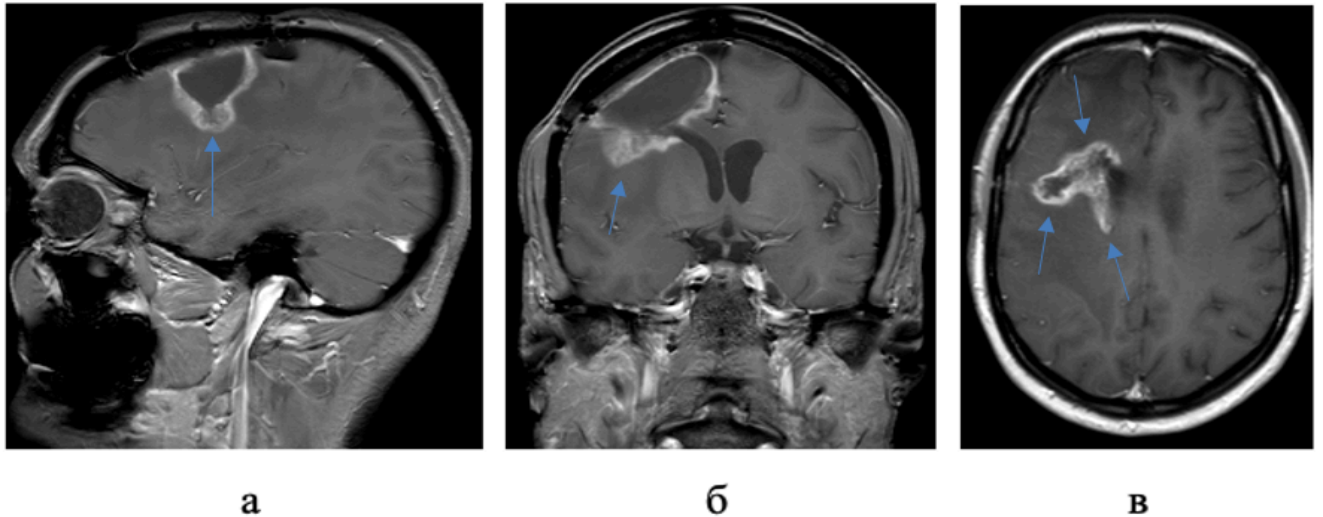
МРТ головного мозга с контрастным усилением после 2-х циклов ПХТ по схеме PCV (21.12.2018г): а – сагиттальная проекция, б – коронарная проекция, в – аксиальная проекция. Картина образования глубоких отделов правой лобной доли, размерами 40х30х27 мм, интенсивно накапливающее контрастное вещество, перифокальный отек. Отрицательная динамика
